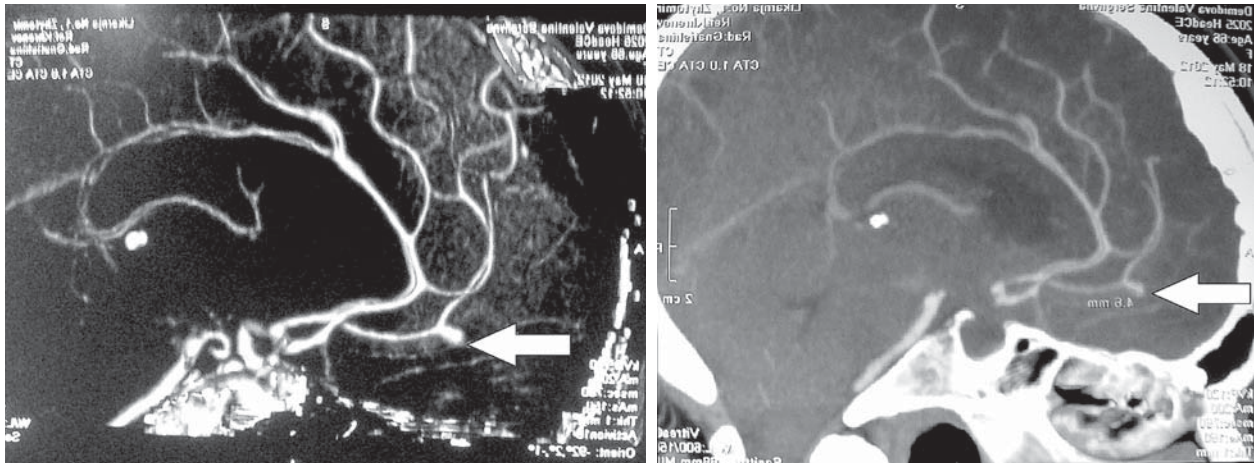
КТ-АГ. Визначається мішкоподібна аневризма сегмента А2 перикальозної артерії
